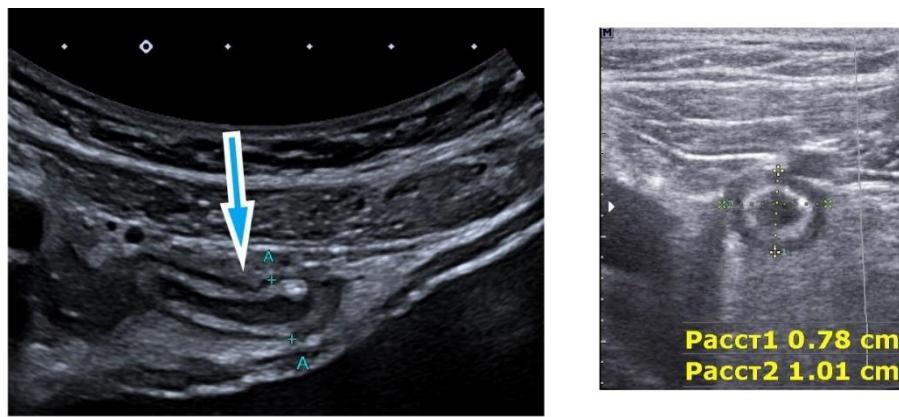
УЗИ-признаки ОА: утолщение стенок и размера (слева), с. "мишени" (справа)
